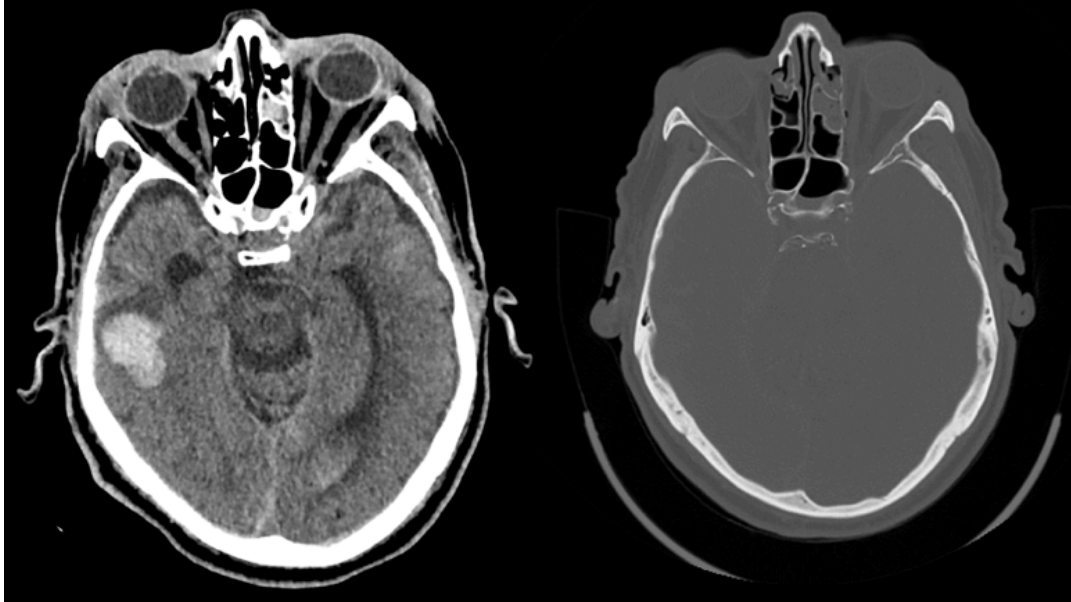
Paciente com histórico de trauma. Realizado TC de crânio onde observa-se, (A) hemorragia subaracnóide fronto-temporal e parietal direita, como também hematomas parenquimatosos no giro temporal inferior direito; e (B) traços de fraturas no osso temporal e frontal esquerdo sem desvio significativo.
